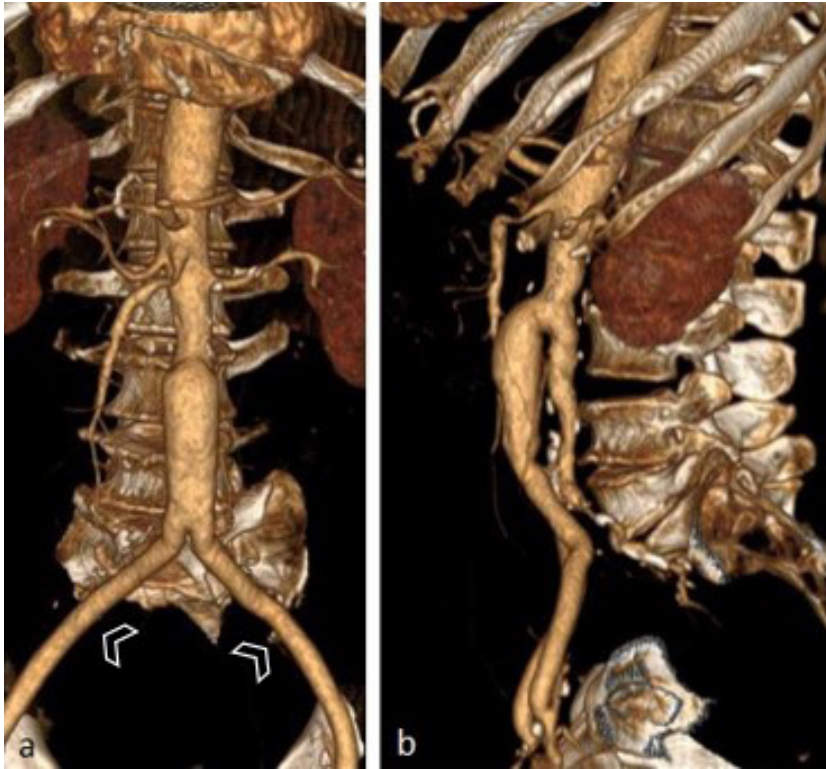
Imagens seriadas de TC em “volume-rendered” no plano frontal (a) e lateral esquerdo (b), mostrando duplicação da porção inferior da aorta abdominal que bifurca-se em artérias ilíacas externas (cabeça de seta) e unidade posterior bifurca-se em artérias ilíacas internas (trombosadas no estudo).
